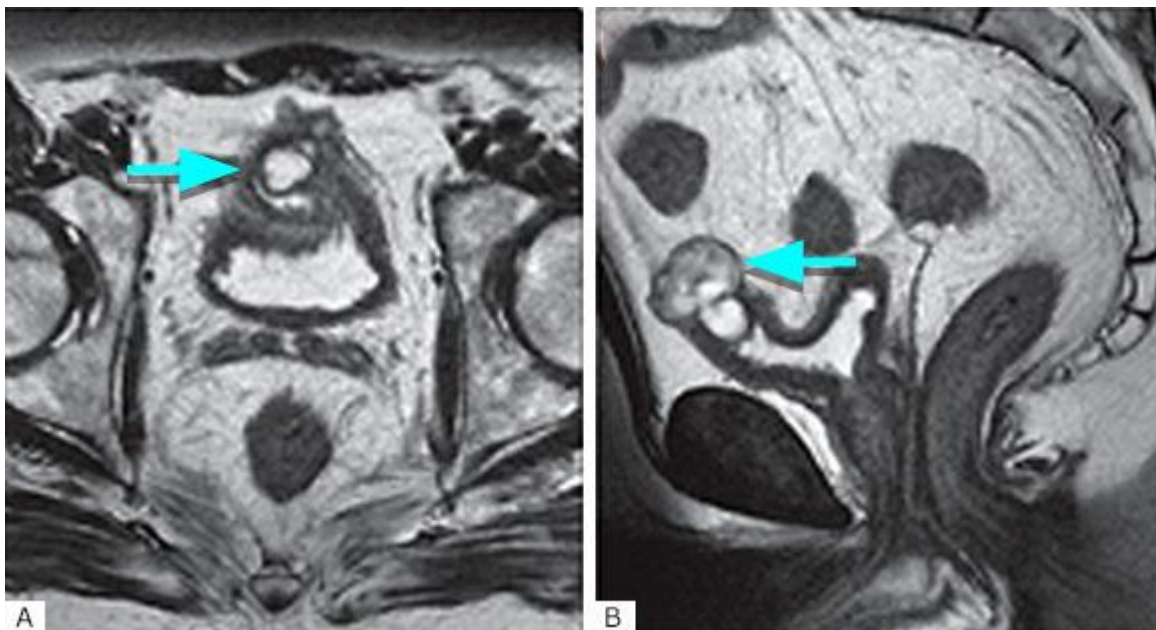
A: La imagen axial en RM en secuencia T2 muestra una masa compleja sólida/quística adherida a la cúpula de la vejiga. B: la imagen sagital de la línea media demuestra la masa compleja, las áreas hiperintensas de T2 relacionadas con el contenido de mucina.
